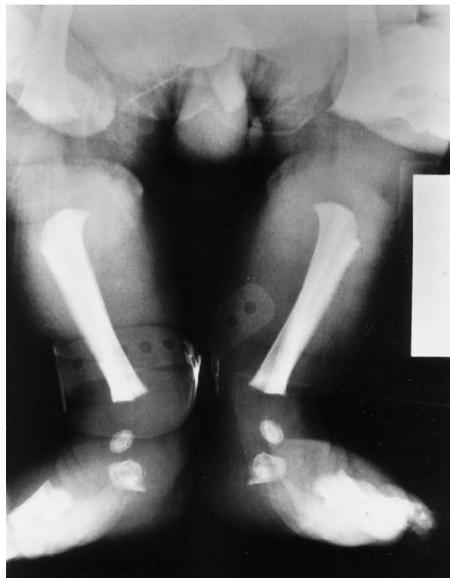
Radiografía de las extremidades inferiores.¹³
